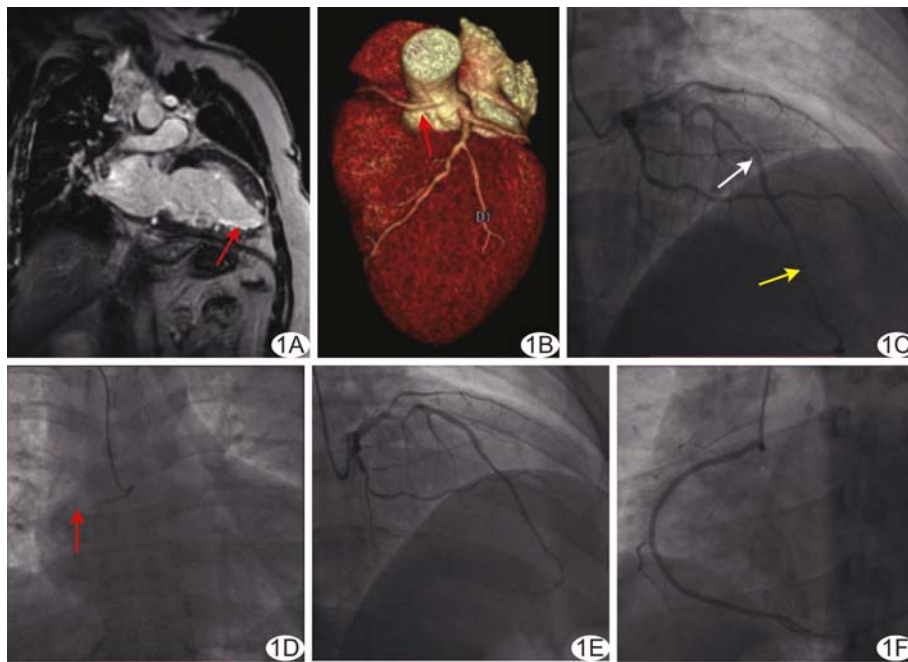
右冠状动脉源于左主动脉窦管交界伴 CTO 及急性心肌梗死 A. 矢状位心脏 MRI(箭示延迟强化); B. 冠状动脉 CT 三维重建图(箭示右冠状动脉); C、D. 冠状动脉造影图示 LAD 中段(白箭)及远端重度狭窄(黄箭), RCA 开口起源异常、中段闭塞(红箭); E、F. PCI 后 LAD(E)及 RCA(F)恢复通畅
